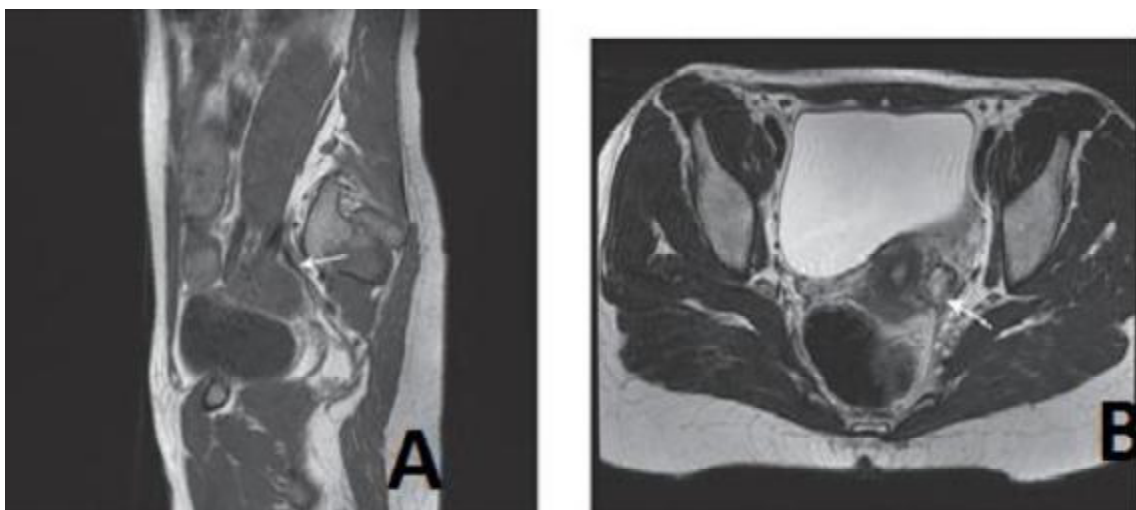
A. IRM Coupes sagittales T1. Uretère gauche dilaté (flèche) au-dessus d'une lésion endométriosique du ligament utérosacré gauche.
